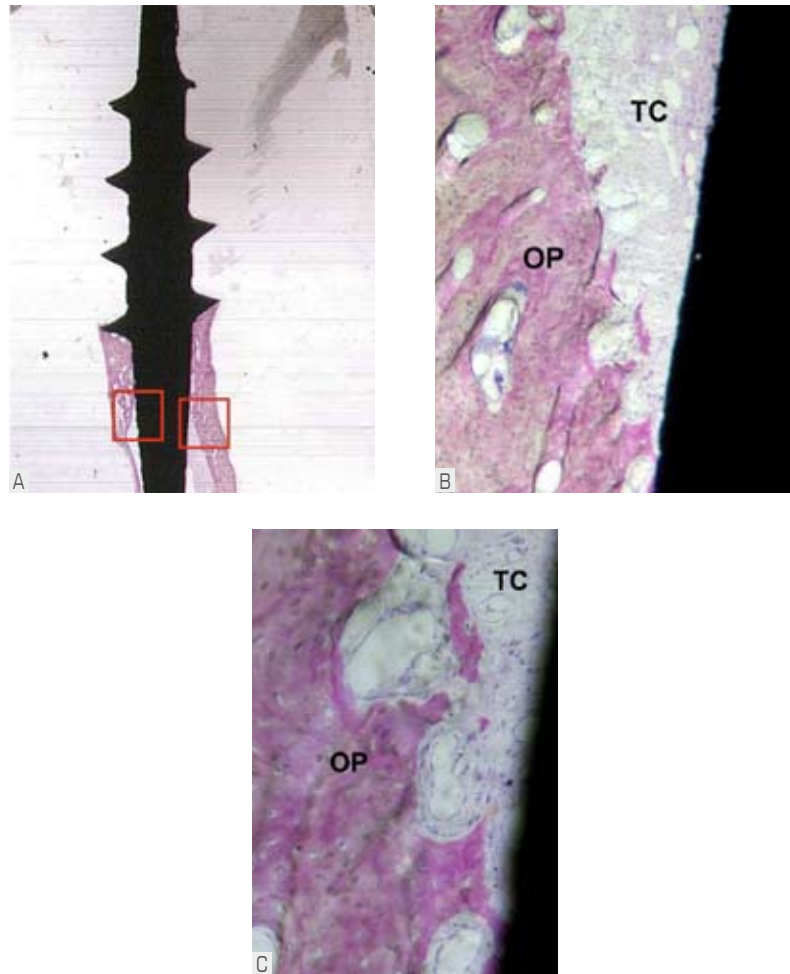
(A) Parafuso bicortical removido após 12 anos de função na região anterior da mandíbula (Fucsina básica e azul de toluidina, 14x); (B) detalhe da região delimitada em A. Note a presença de tecido conjuntivo (TC) entre o tecido ósseo (OP) e o implante (Fucsina básica e azul de toluidina, 140x); (C) outro detalhe evidenciando a ausência do tecido ósseo preexistente (OP) e a superfície do implante devido à presença de TC (Fucsina básica e azul de toluidina, 140x).
